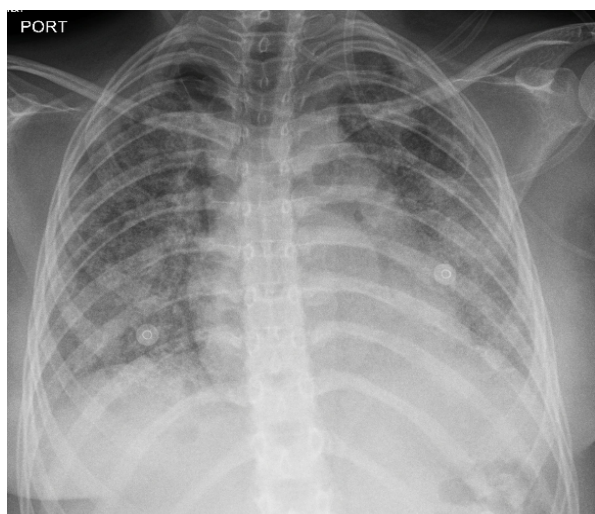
Radiografía de ingreso, se observan múltiples infiltrados nodulares.
